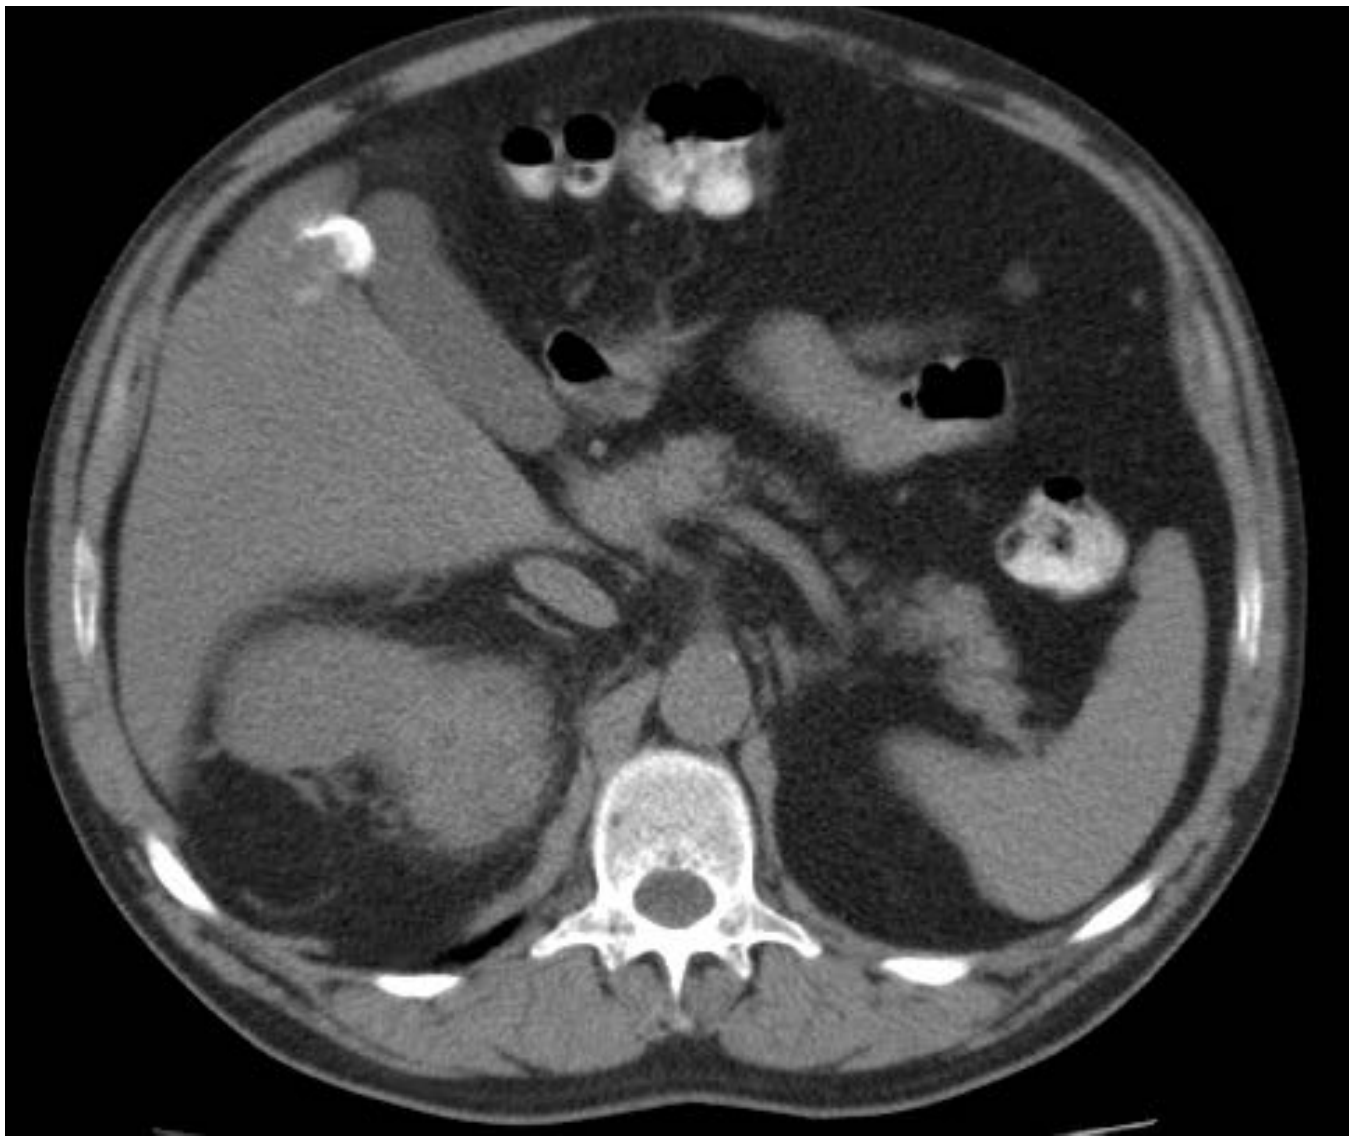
Imagen de TC sin contraste que muestra lesión redondeada de densidad calcio en el lóbulo hepático derecho en relación con quiste hidatídico calcificado.
